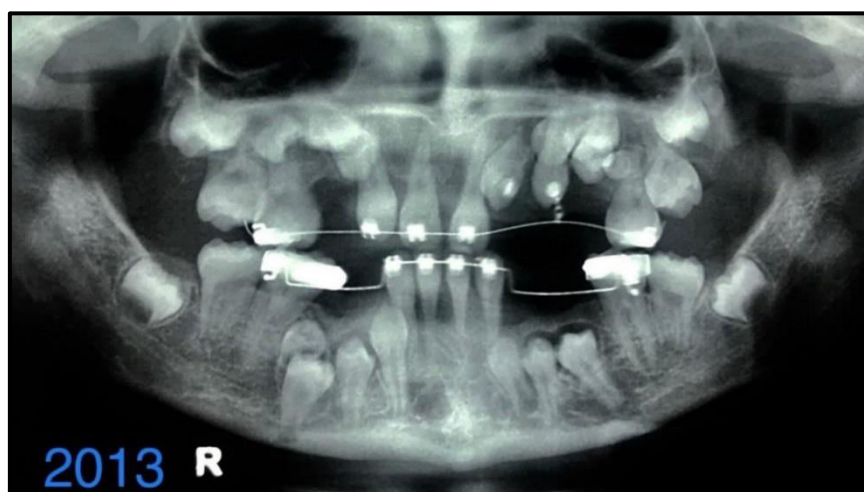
Radiografia panorâmica após a exodontia de 08 dentes.
